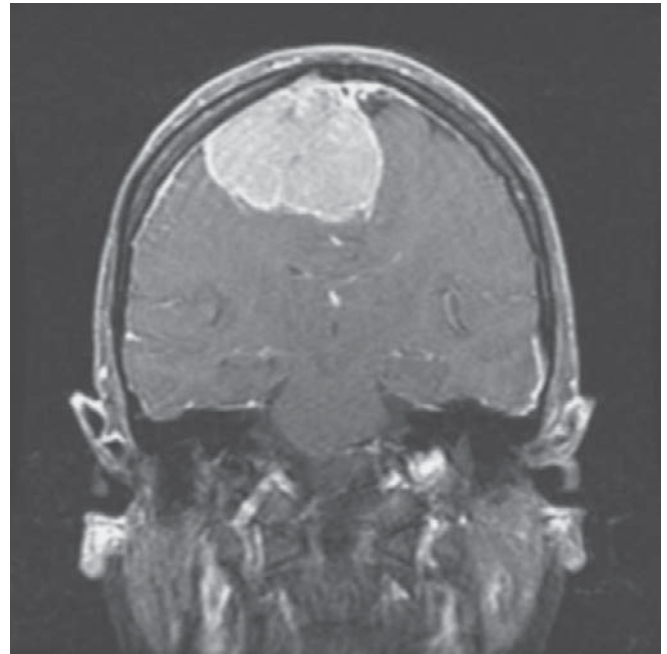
Meningioma. Imágenes por resonancia magnética (IRM) con técnica en T1 con gadolinio en el plano coronal que muestran una masa extraaxial en la convexidad derecha.
